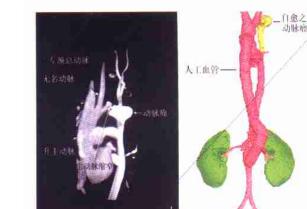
本例术前磁共振血管造影所见 图 2 本例一期术后超 高速 CT 所见
